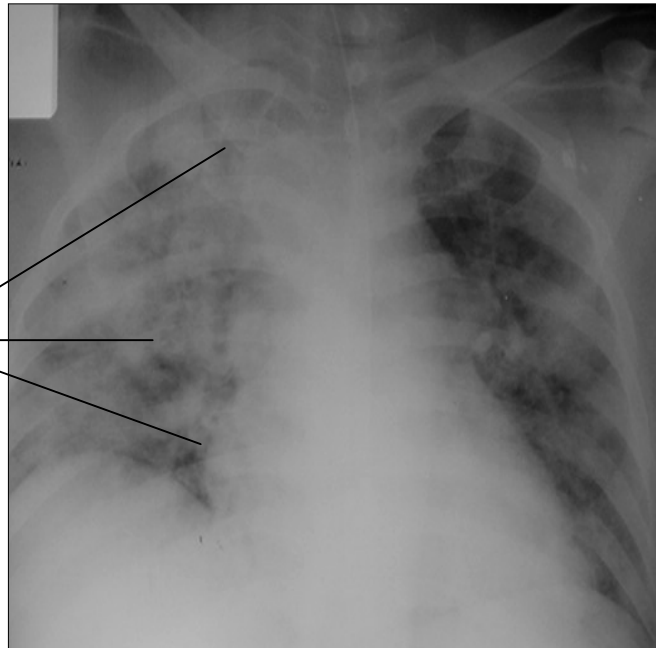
Radiografía de tórax que muestra extensión severa de la enfermedad (flechas)
